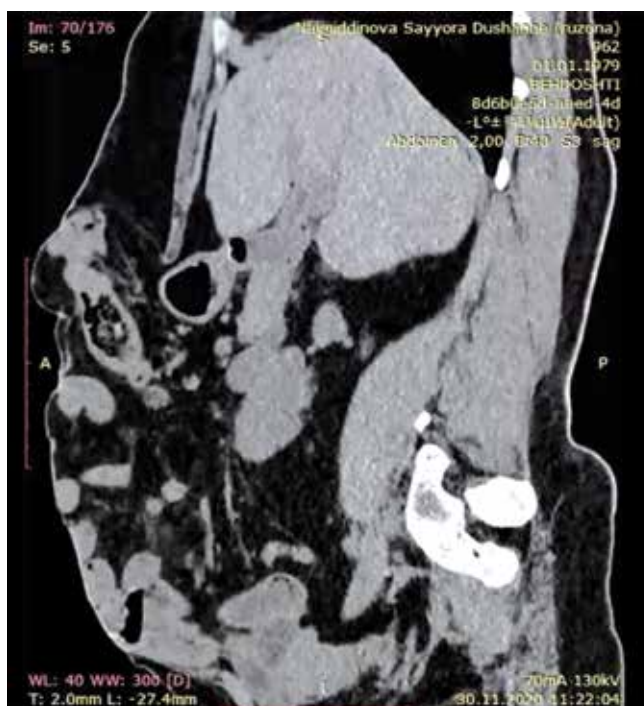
КТ брюшной полости в сагиттальной проекции: определяется протяжённый дефект передней брюшной стенки
